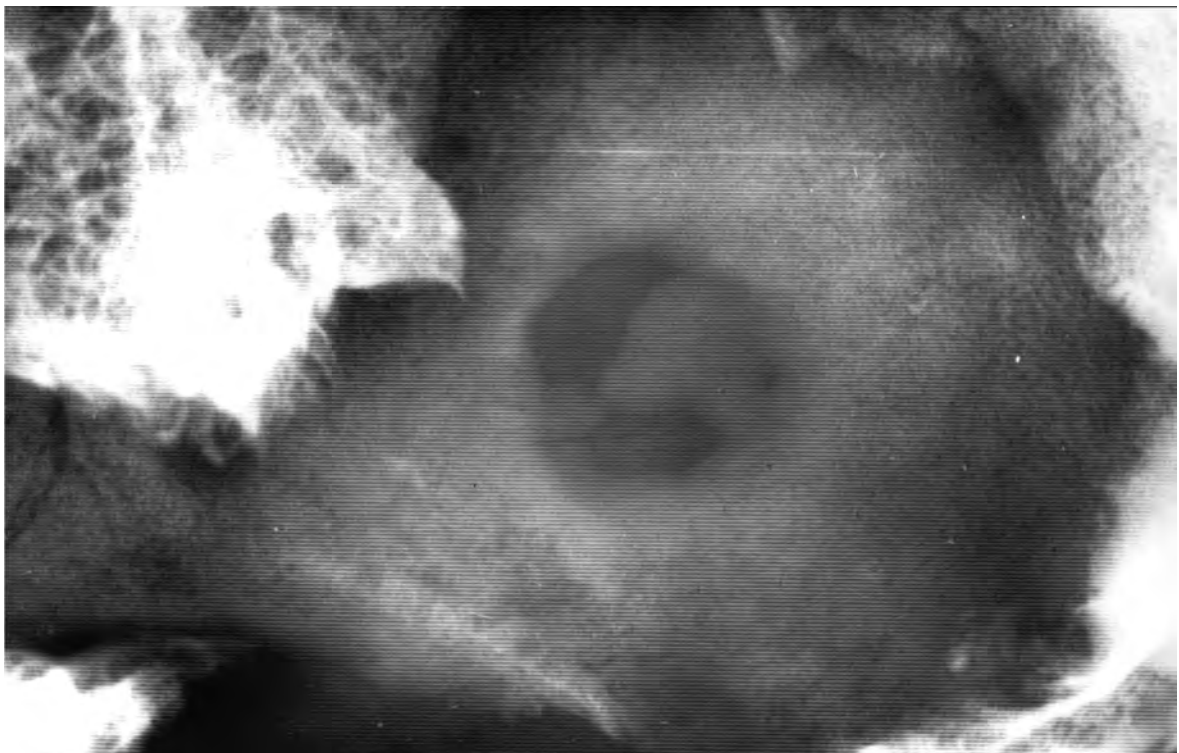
Radiografia de la calota de Biniatzem, que mostra la reacció hiperostósant cicatritzant i els dos fragments de la taula interna encara agafats entre ells i amb la vora de la trepanació.
